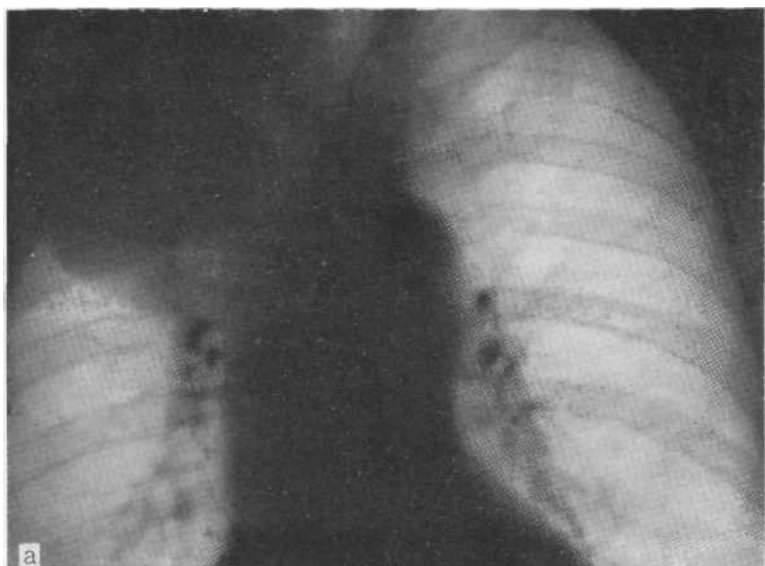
Обзорная рентгенограмма (а) и томограмма в прямой проекции с поперечным направлением размазывания (б). Центральный эндобронхиальный рак верхнедолевого бронха справа. Однородное интенсивное затемнение верхней доли, увеличенной в размерах вследствие пневмонита. На томограмме видна четырехугольная культя верхнедолевого бронха. Операция.
